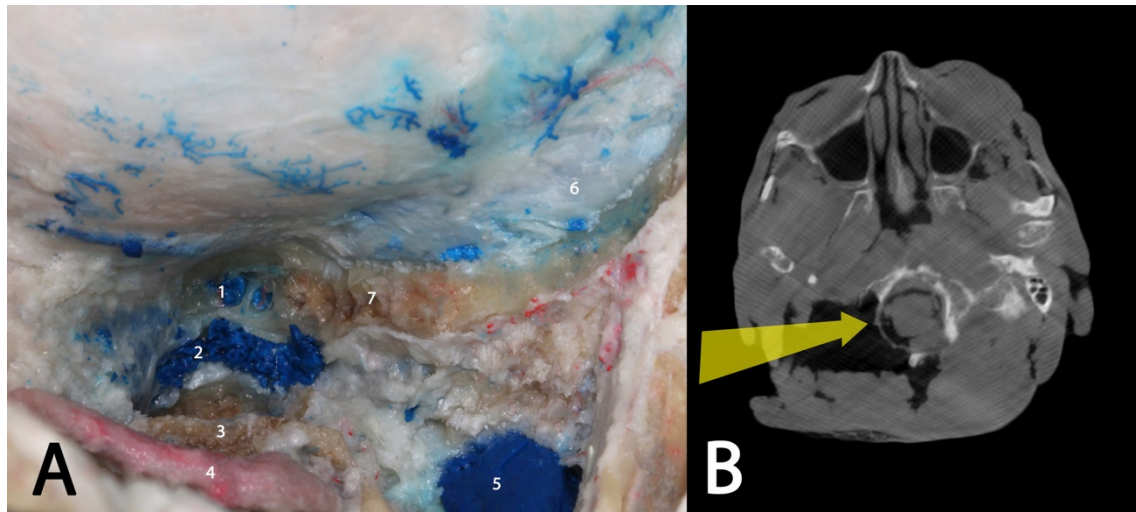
En la imagen A se muestra la fase extradural de un abordaje *far lateral* tras el fresado del cóndilo occipital hasta el canal del hipogloso. En la imagen B observamos el TC de neuronavegación del mismo espécimen expuesto en la imagen A. Podemos observar que el fresado del cóndilo derecho sobrepasa aproximadamente más del 50 por ciento de su totalidad, ya que comparándolo con el lado izquierdo podemos realizar una estimación. 1, venas condíleas posteriores; 2, canal del hipogloso exponiendo el plexo venoso; 3, cara articular superior de la masa lateral del atlas; 4, segmento V3 de la arteria vertebral; 5, vena yugular interna; 6, seno sigmoideo; 7, tubérculo yugular.
